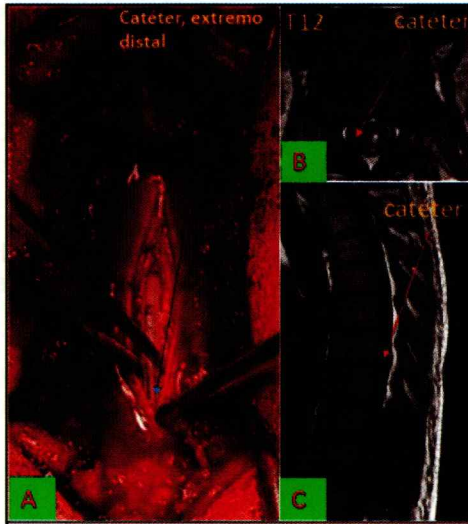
A: Colocación del cabo discal del catéter en el espacio subaracnoideo en T12 en la RMN y C: Muestra el tracto del catéter en la cavidad visto en corte sagital de RMN
